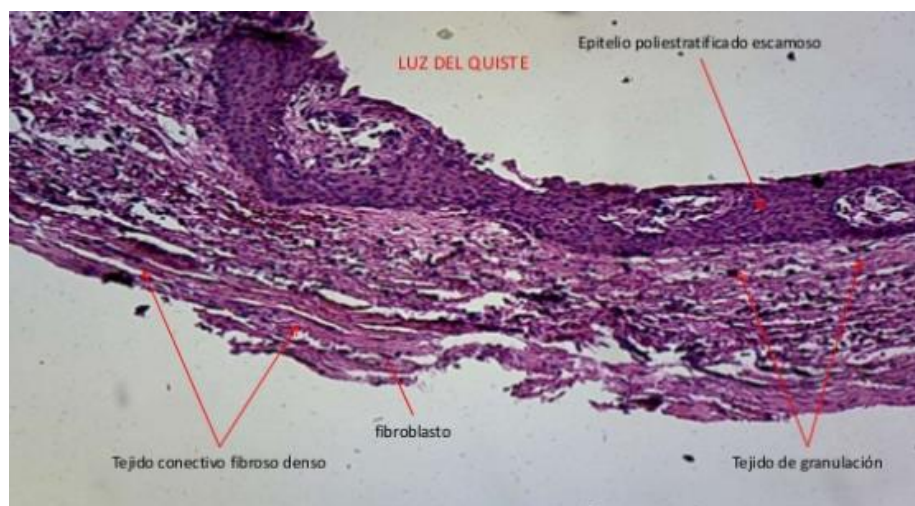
Fuente: Ronald Mayhuasca Salgado.<sup>63</sup> Atlas de lesiones periapicales. Quiste radicular rodeado en su pared interna por un epitelio poliestratificado escamoso, y en su pared externa por un tejido conectivo fibroso.
